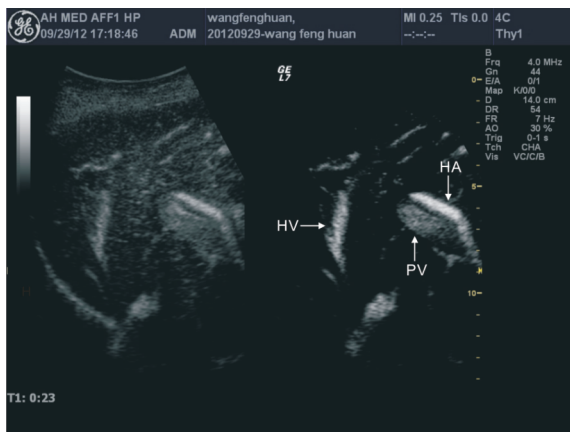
实时双幅超声造影模式下肝动脉、肝静脉、门静脉显影(箭头标注处)
